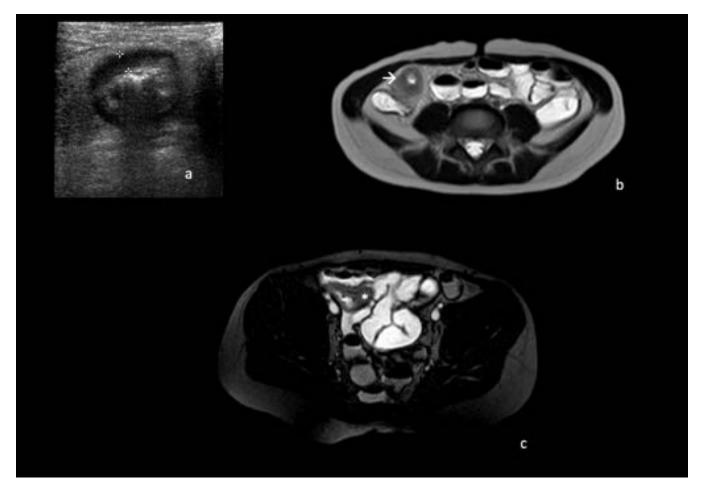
Ecografía abdominal en modo B y ERM axiales FSE T2 y STIR. Cambios inflamatorios en el íleon terminal con moderado engrosamiento mural y alteración de la señal de la grasa mesentérica regional. Adenopatías a lo largo del pedículo vascular mesentérico.
